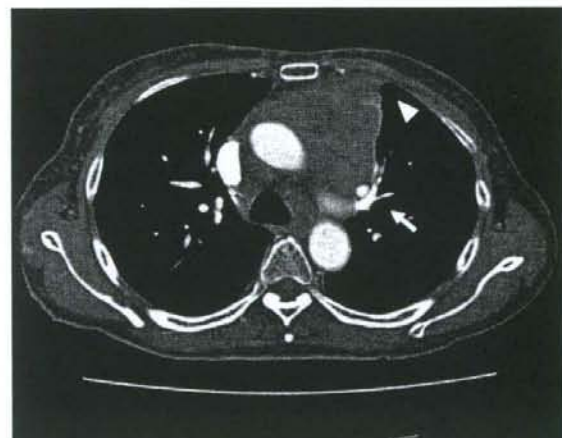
A 68-year-old woman with thymic carcinoma (type C thymoma). Enhanced transaxial CT scan (10-mm collimation) obtained at the level of the aortopulmonary window shows a 10.0 × 8.0-cm, heterogeneously enhancing anterior mediastinal mass with a lobulated contour. A blunt sternum-anterior mediastinum angle (white arrowheads), pulmonary arterial compression (white arrow), mediastinal involvement, and enlarged paratracheal lymph node can be seen.
